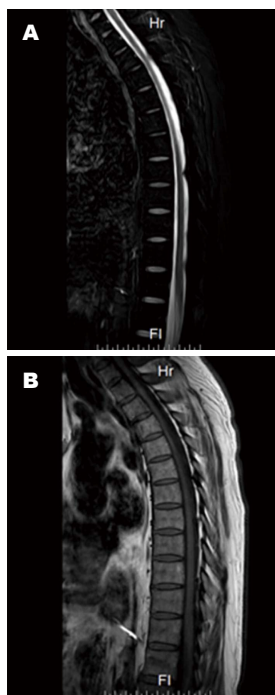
患者脊椎MRI. A: 颈椎退行性变; B: 颈椎间盘轻度突出。
